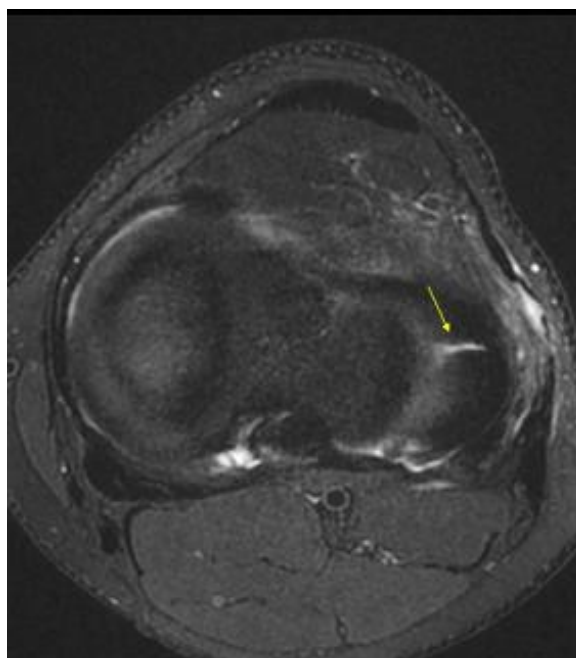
IRM coupe axiale: fissure radiale (flèche jaune)
